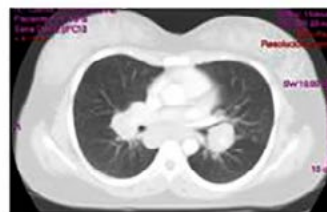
Tomografía de tórax simple y contrastada corte transversal.
